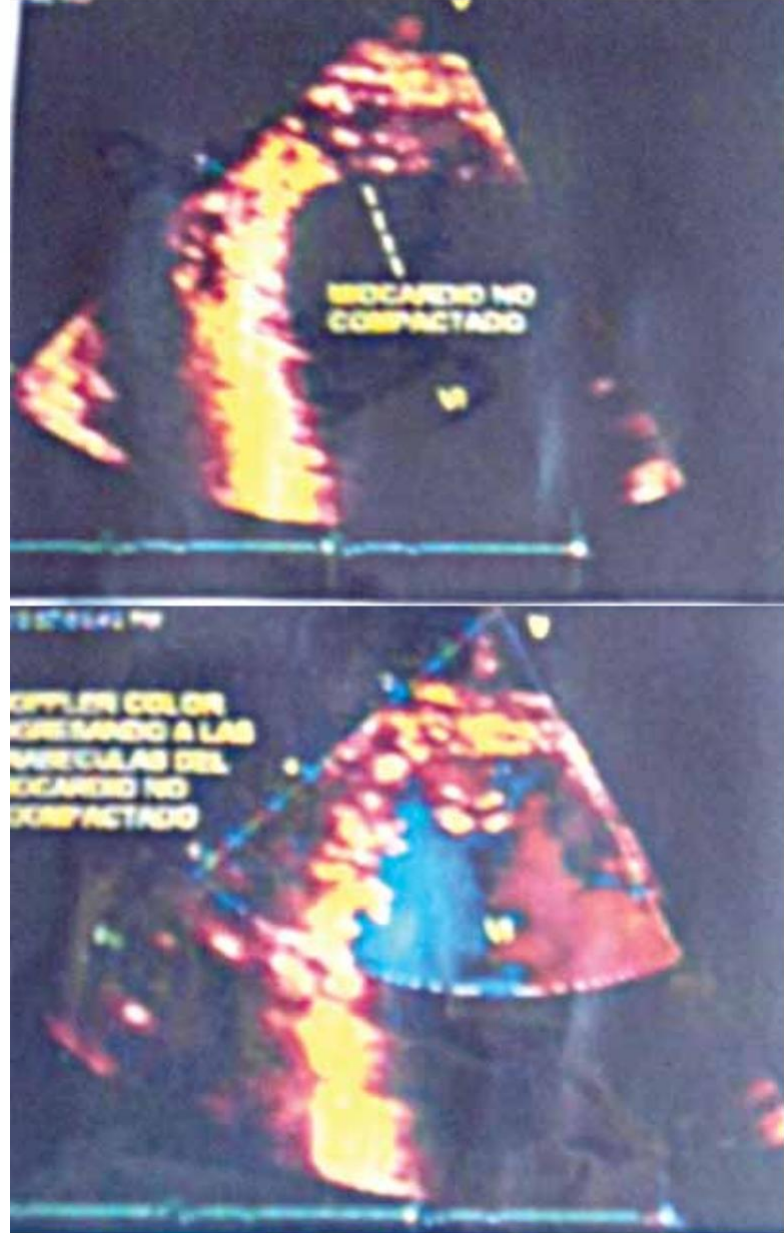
Eco-Doppler a color: el líquido sanguíneo ingresa dentro
